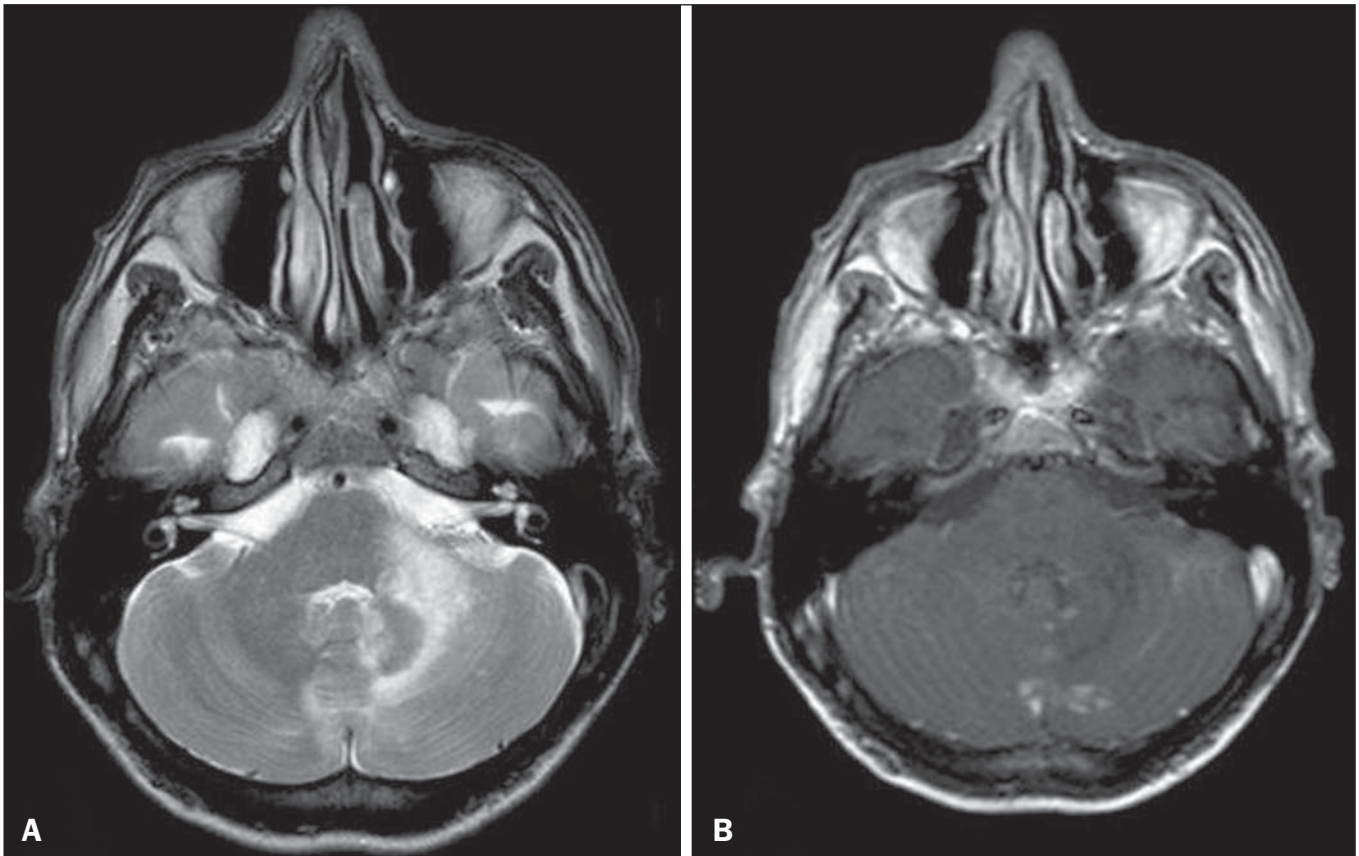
Leucoencefalopatia multifocal progressiva. Imagens axiais de RM ponderadas em T2 (A) e T1 (B) após injeção do meio de contraste gadolínio demonstram lesões hiperintensas mal definidas com realce irregular.
